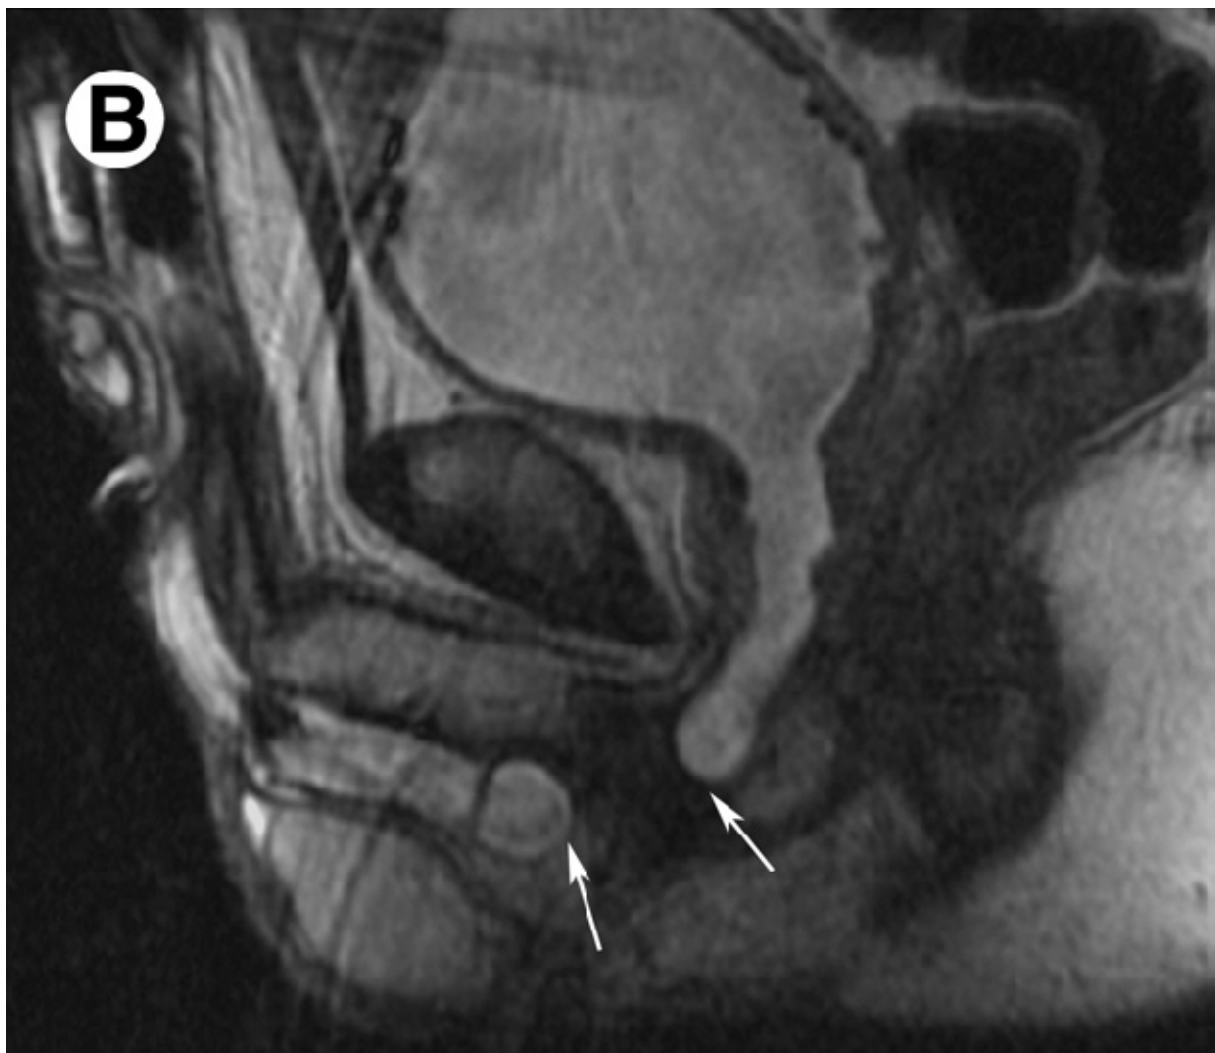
IRM pelvienne²⁸. Rupture urétrale post-traumatique
